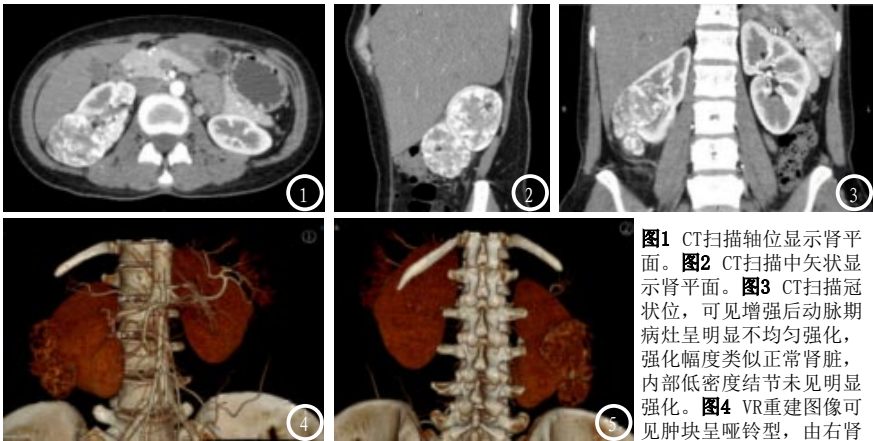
CT扫描轴位显示肾平面。图2 CT扫描中矢状显示肾平面。图3 CT扫描冠状位，可见增强后动脉期病灶呈明显不均匀强化，强化幅度类似正常肾脏，内部低密度结节未见明显强化。图4 VR重建图像可见肿块呈哑铃型，由右肾下前段动脉供血。图5 VR重建图像可见肾脏背面动脉供血情况及解剖情况，未见钙化。
